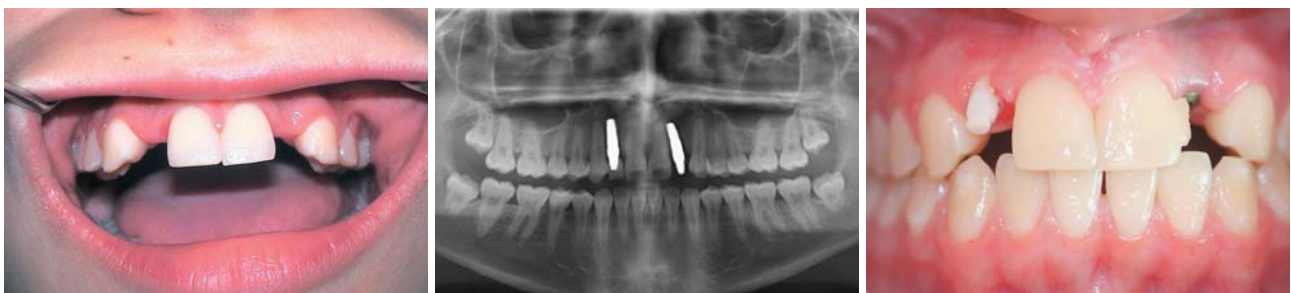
Patientin mit nichtangelegten seitlichen Schneidezähnen. Lückenerhalt durch kieferorthopädische Vorbehandlung. – Abb. 2: Postopera- tives Röntgenbild nach Insertion von zwei Implantaten (bredent whiteSKY® – Abb. 3: Klinischer Situs nach Implantatverlust Regio 022 und Nach- implantation mit zweiteiligem Titanimplantat. Regio 012 integriertes Keramikimplantat.
